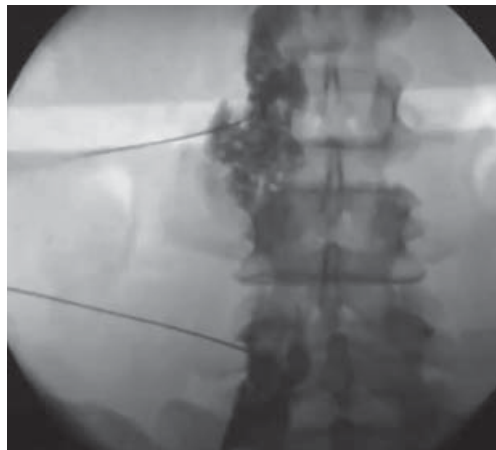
Введение рентгенконтрастного препарата для исключения интрадурального и интравазального распространения
